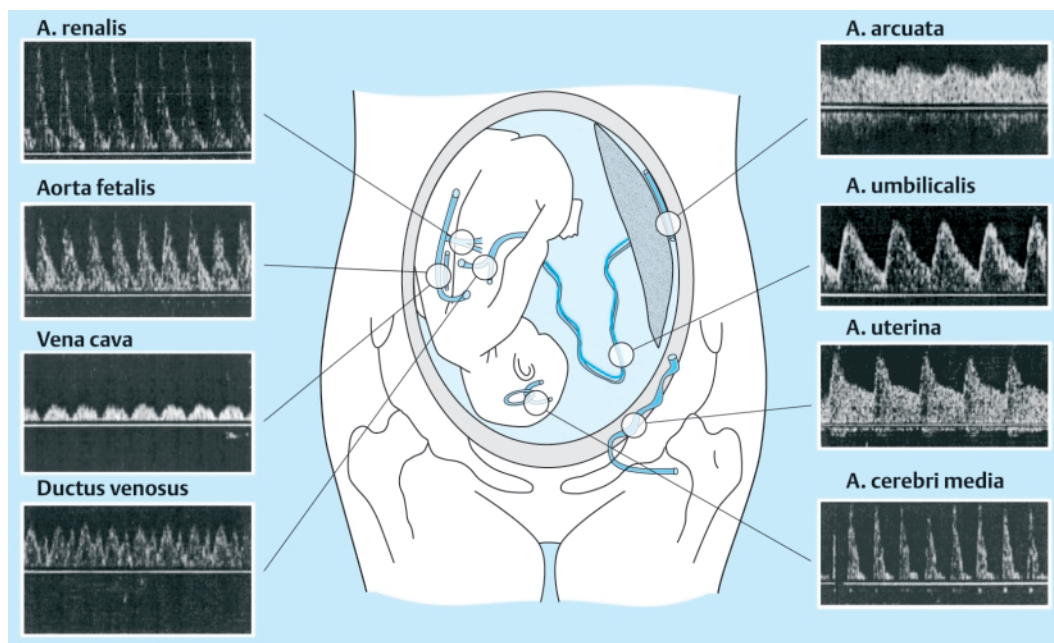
Physiologische Dopplersonogramme in uteroplazentaren und fetalen Gefäßen.
